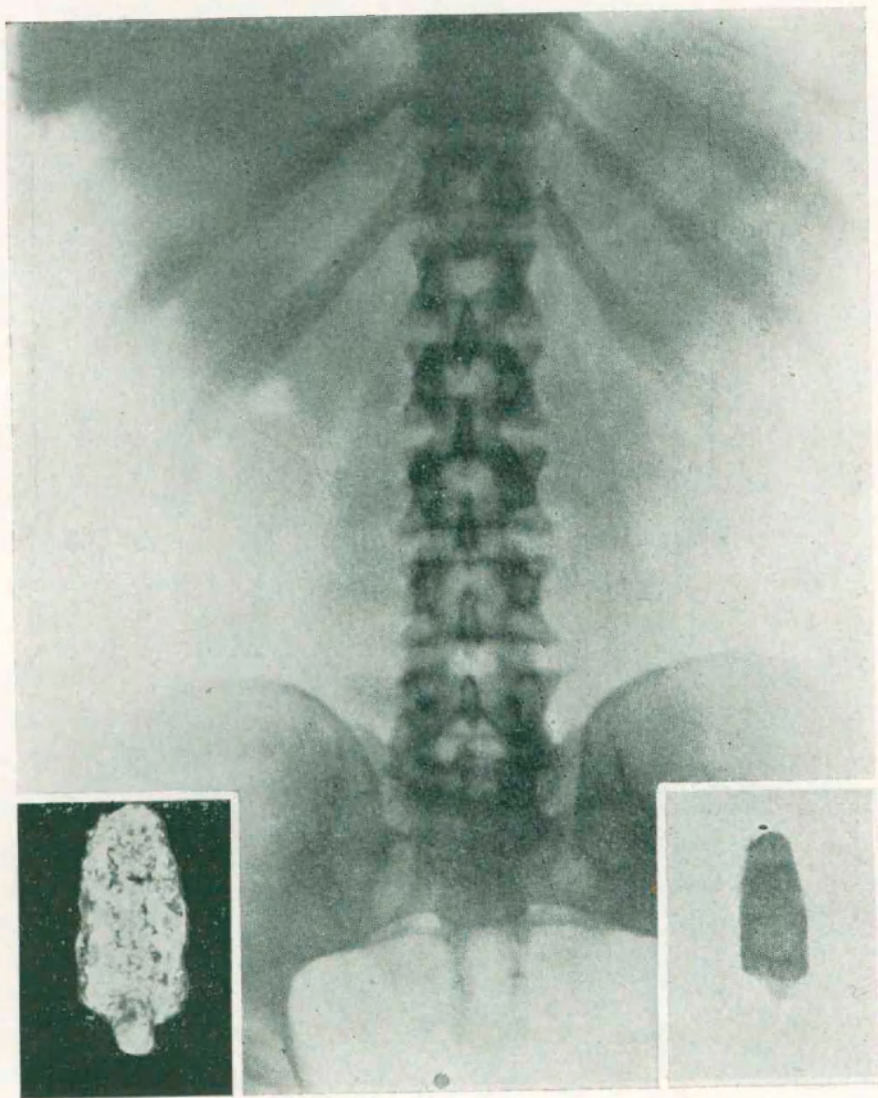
Observación I. — *Radiografía simple reno-ureteral*. No se observa ninguna sombra patológica. En ambos ángulos, la fotografía y la radiografía del cálculo ureteral.
